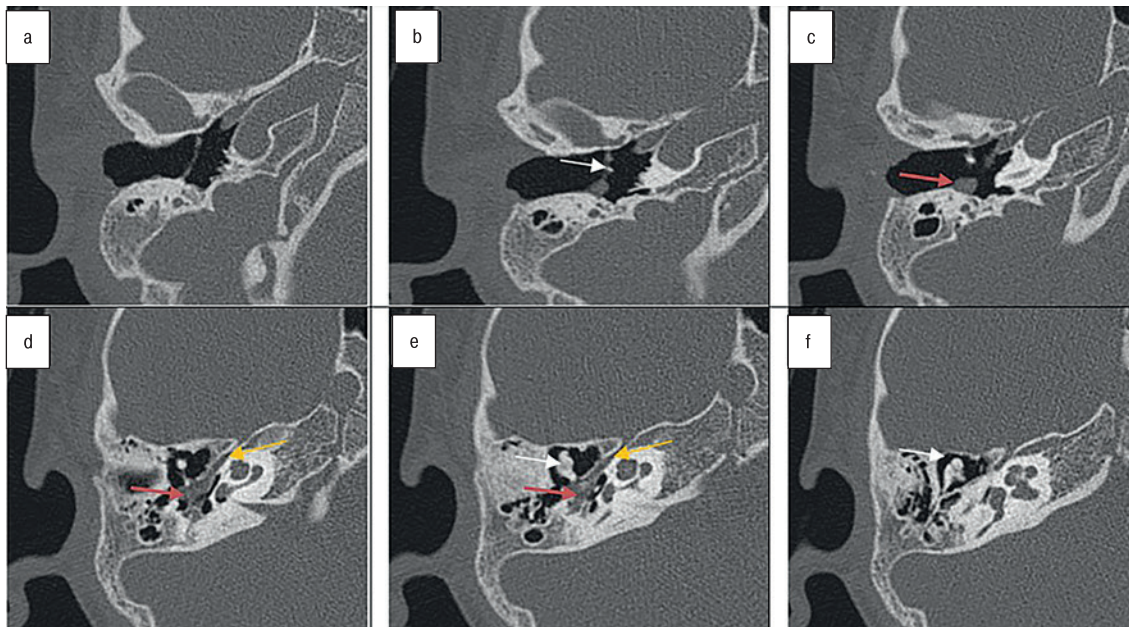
КТ-изображения правой височной височной кости пациента С., 6 лет, после операции на ухе (аксиальная проекция) а – гипотимпанум пневматизирован; b – мезотимпанум пневматизирован, рукоятка молоточка (белая стрелочка); c – небольшое мягкотканное образование в мезотимпануме (красная стрелочка); d – мягкотканное образование в эпитимпануме (красная стрелочка), канал ЛН (желтая стрелочка); e – мягкотканное образование в эпитимпануме (красная стрелочка), канал ЛН (желтая стрелочка); тело наковальни, головка молоточка (белая стрелочка); f – тело наковальни и головка молоточка (белая стрелочка).
